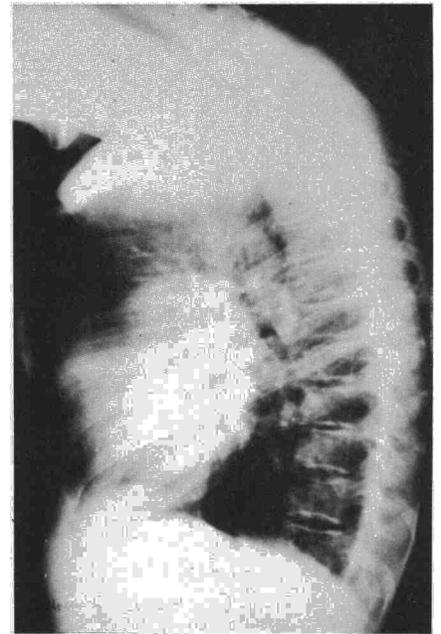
Radiografía lateral de tórax, mostrando pectus carinatum y cifosis compensadora.
